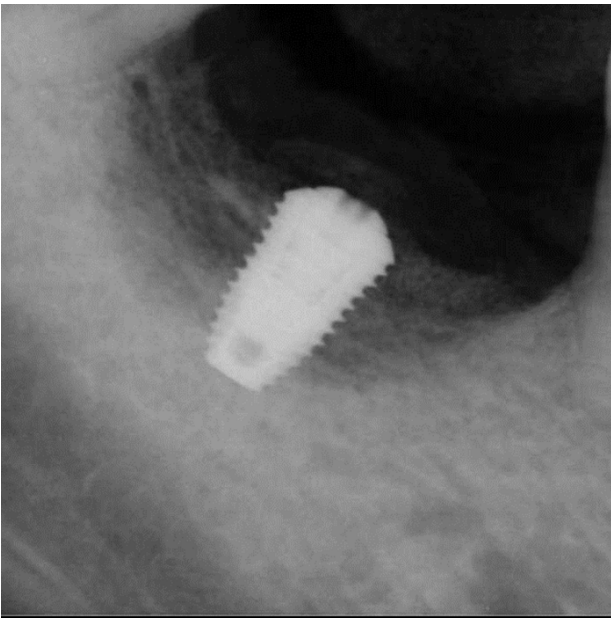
Periapical view after implant placement.
